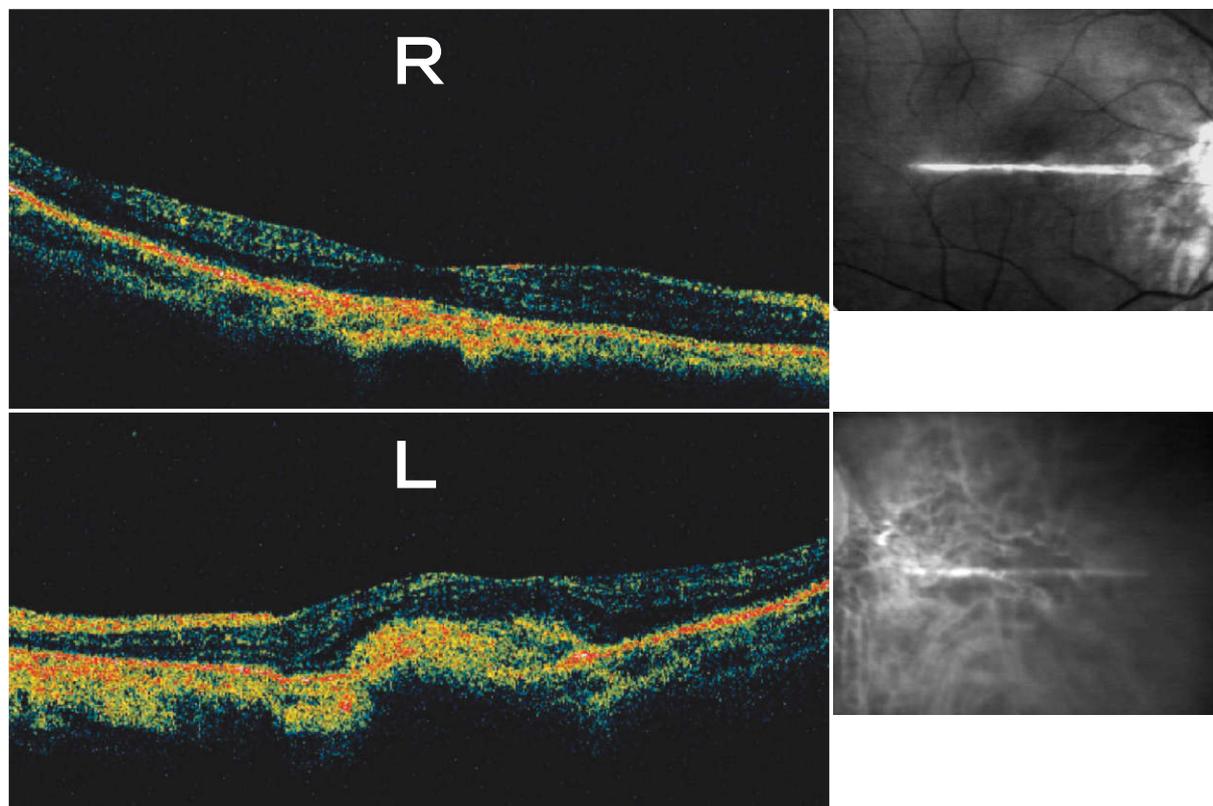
光干渉断層計(optical coherence tomography ; OCT)画像.
